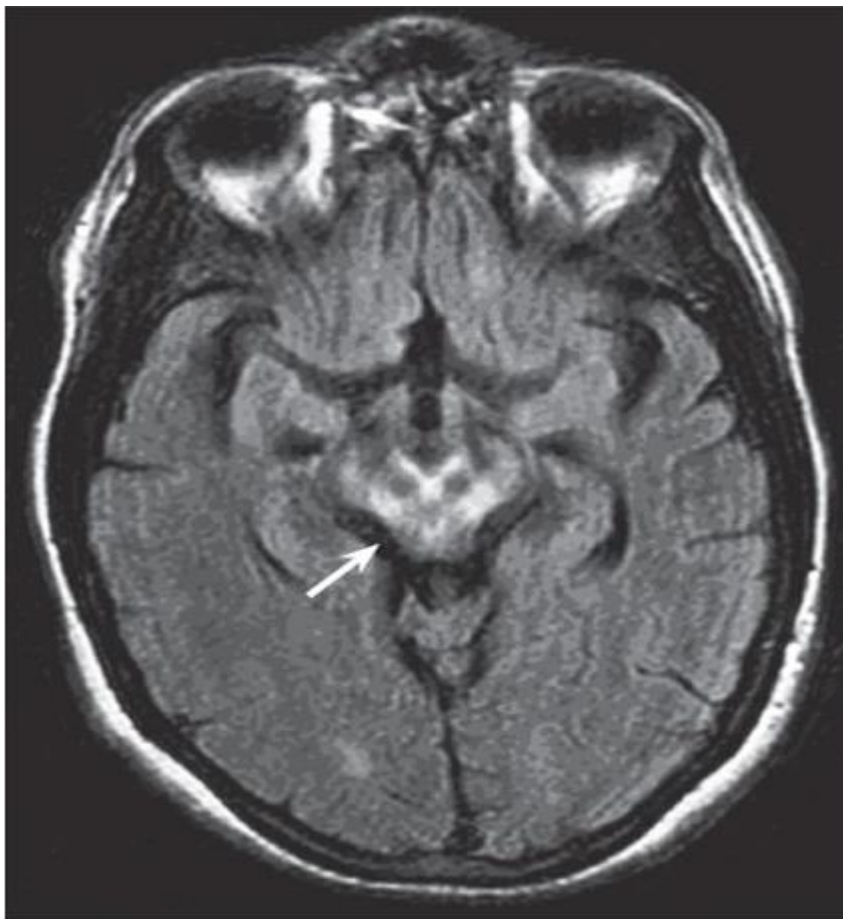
МРТ головного больного с гепатолентикулярной дегенерацией. Повышение МР-сигнала от среднего мозга по типу «мордочки панды».
